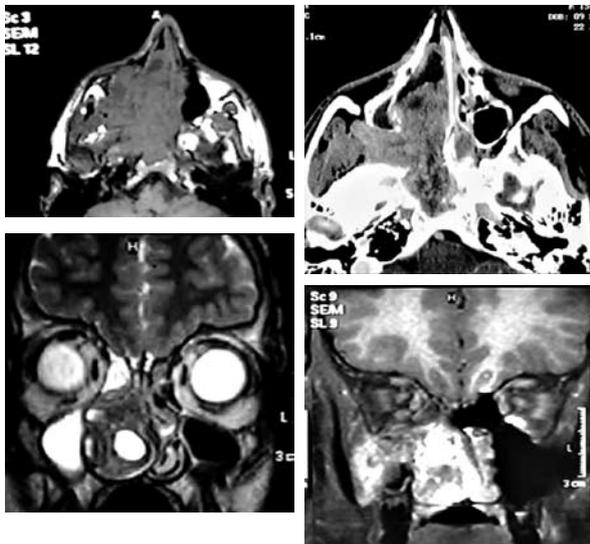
MRI preoperatoria.
